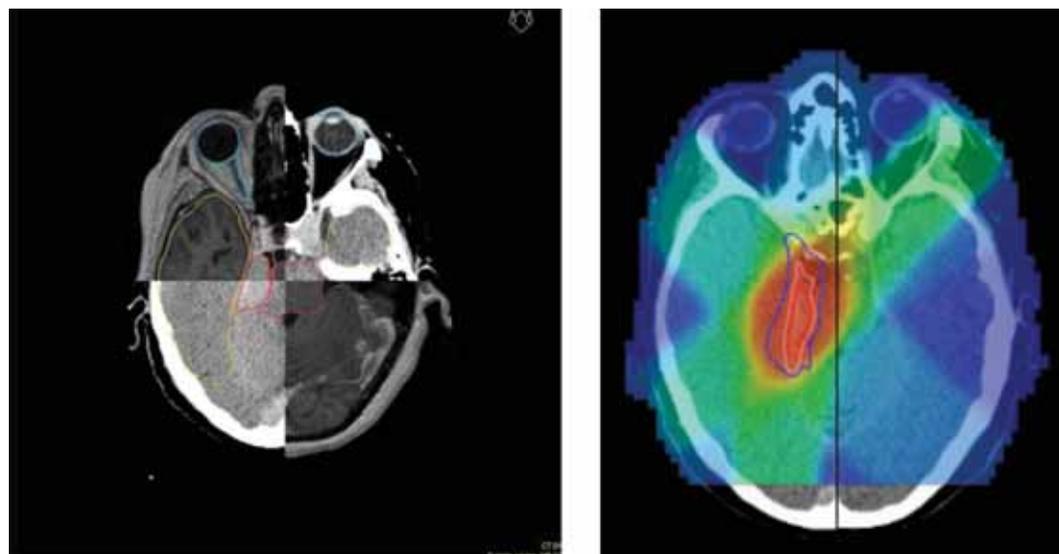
Exemple d'IMRT sur un méningiome de l'angle ponto-cérébelleux. Les volumes cibles (GTV, CTV, PTV sont contourés sur la base du scanner de dosimétrie fusionné à l'IRM diagnostique).
